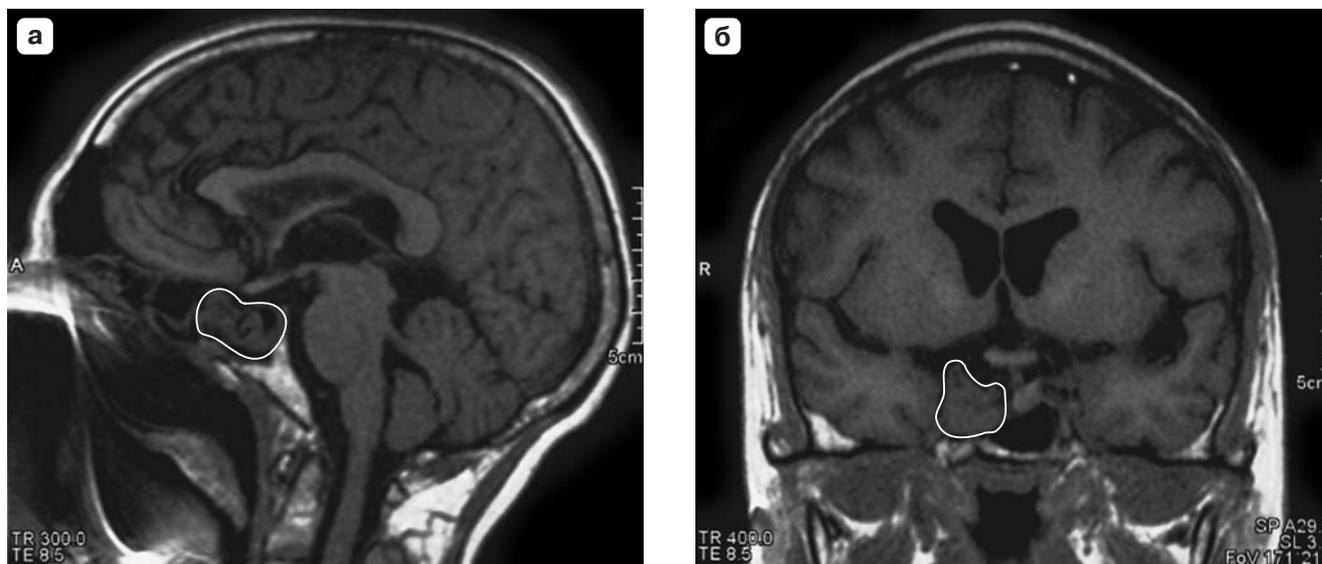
Рис. 3. Контрольная МРТ через 9 месяцев: а, б – продолженного роста опухоли не выявлено (белой линией очерчены границы опухоли).
